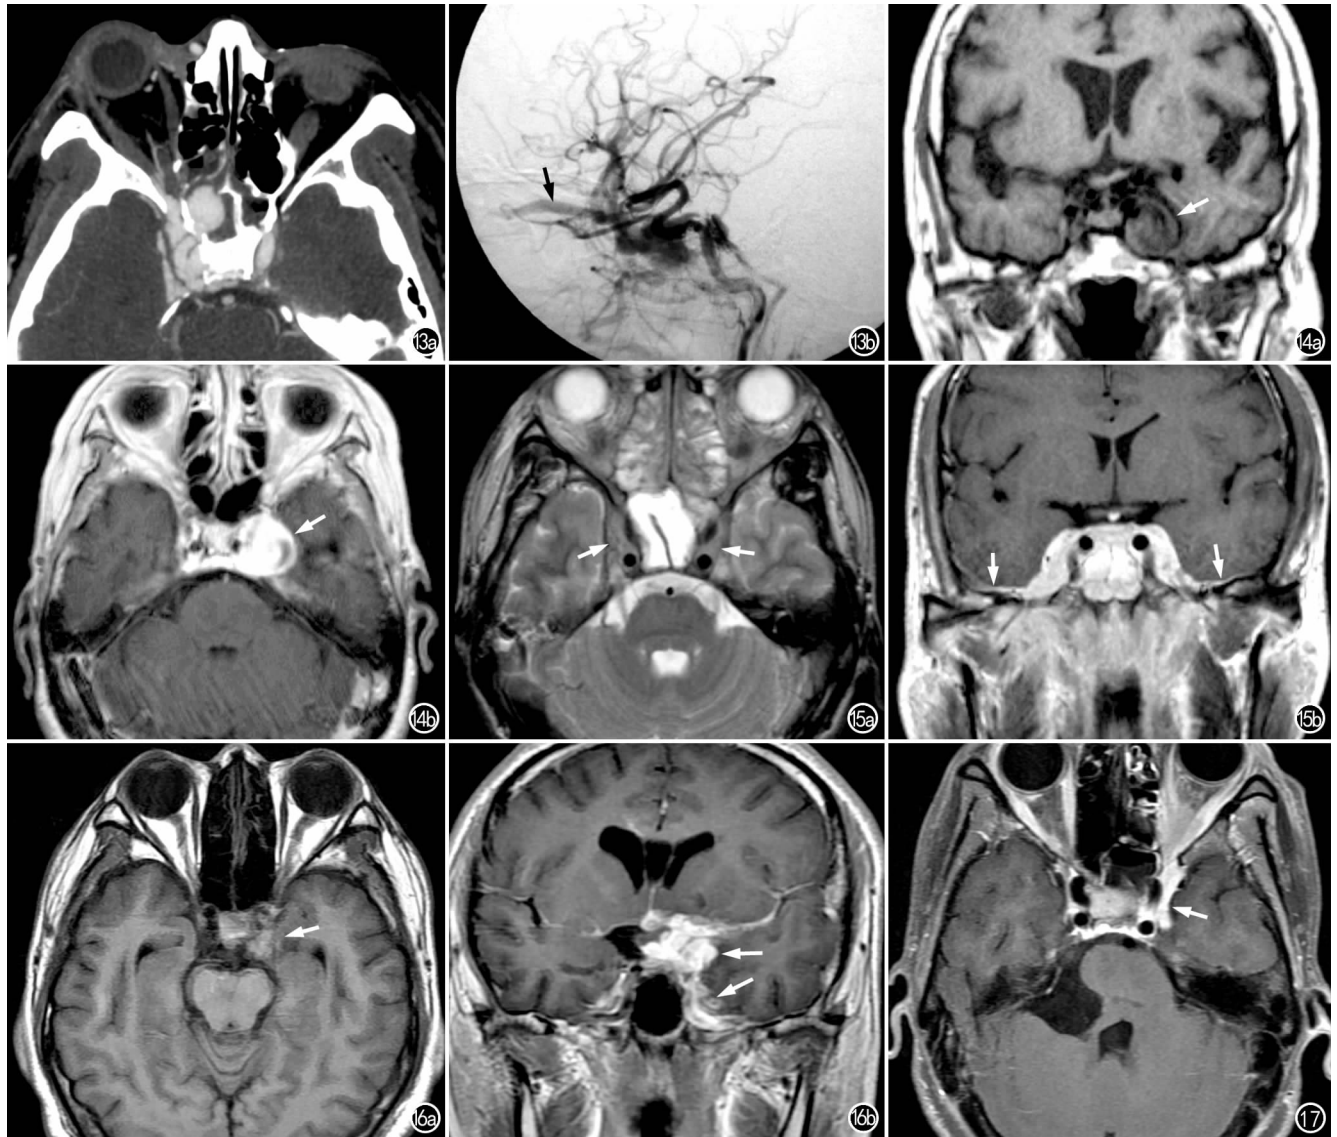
颈动脉-海绵窦瘘。a) CT 增强扫描示右侧海绵窦增宽、强化, 右眼突出、眼环增厚、眼外肌增粗; b) 右侧颈内动脉造影动脉期示海绵窦及眼上静脉显影(箭)。图 14 颈内动脉海绵窦段动脉瘤。a) 冠状面 T_1 WI 示左侧海绵窦混杂信号类圆形肿块(箭), 内部信号略呈分层状; b) 增强 T_1 WI 示左侧海绵窦肿块大部分有明显强化(箭)。图 15 鼻窦炎致双侧海绵窦炎。a) 横轴面 T_2 WI 示双侧海绵窦轻度增宽、信号增高(箭), 蝶窦、双侧筛窦信号增高; b) 冠状面增强 T_1 WI 示双侧海绵窦明显增厚及强化, 邻近脑膜增厚、强化(箭)。图 16 海绵窦结核性脑膜炎。a) 横轴面 T_1 WI 示左侧海绵窦不均匀信号增高(箭), 外壁轮廓不清; b) 冠状面增强 T_1 WI 示左侧海绵窦和鞍上池病变明显强化(箭)。图 17 Tolosa-Hunt 综合征, 增强 T_1 WI 示左侧海绵窦增厚, 左侧海绵窦-左眶尖异常强化(箭), 另见右侧桥小脑角区囊性病变(表皮样囊肿)。
